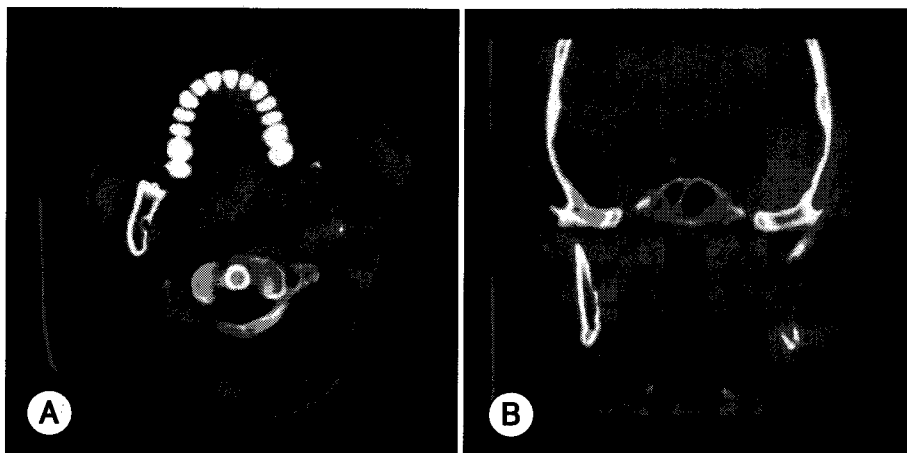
CT scan of facial bone shows osteolytic lesion in left mandibular ramus. A : Axial view. B : Coronal view.
